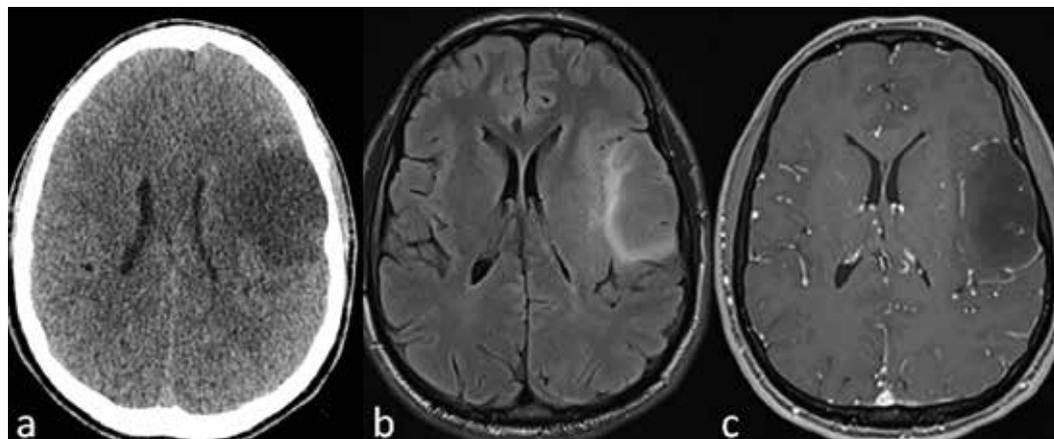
TDM encéphalique (a). IRM encéphalique, coupe axiale T2-FLAIR (b) et T1 VIBE après injection IV de chélates de gadolinium(c)
